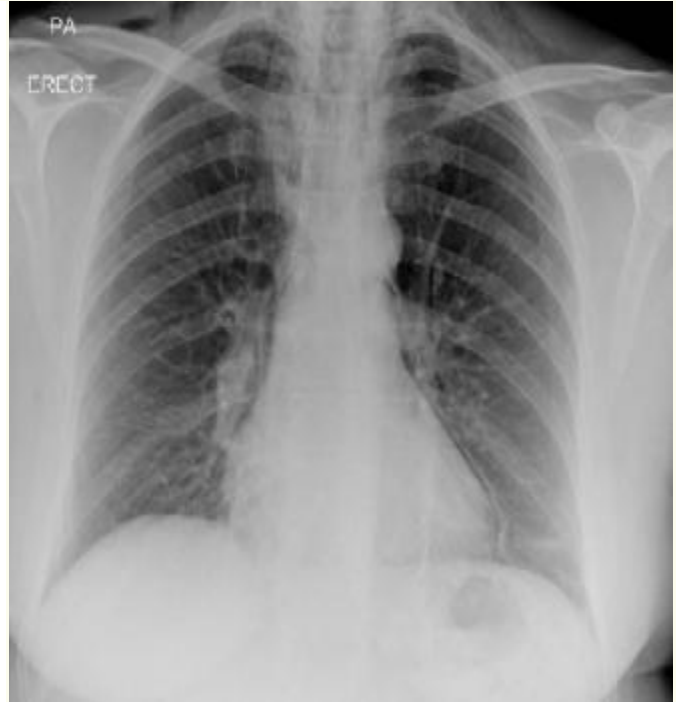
Chest radiograph showing surgical emphysema and pneumomediastinum, most evident as widening of the pericardial space on the left cardiac border.
